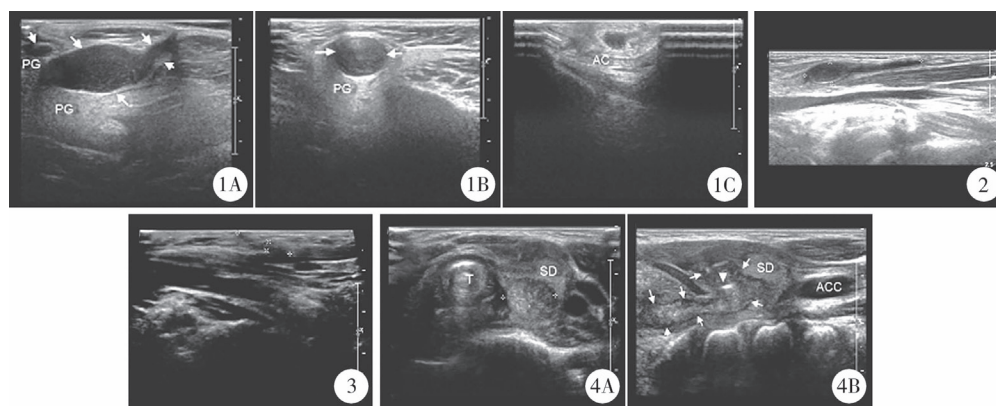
儿童鳃裂畸形超声检查典型图片1 注 纵切面(1A)及横切面(1B)示右侧耳廓后方延伸至下颌角瘻口处一不规则弱回声(白色箭头),周围见壁,内透声差,中间段膨大,位于腮腺内。右侧耳廓后方纵切面(1C)显示向耳垂瘻口延伸不规则弱回声,中间膨大如量标所示。PG:腮腺;AC:耳廓软骨 图2 儿童鳃裂畸形超声检查典型图片2 注 纵切面示右颈部皮下见条状低回声(量标),边界清,一侧连于皮肤层,末端内可见细点状高回声 图3 儿童鳃裂畸形超声检查典型图片3 注 纵切面示右侧颈部胸锁乳突肌前缘皮肤层向肌层延伸不规则低回声管状结构(量标),未见血流信号 图4 儿童鳃裂畸形超声检查典型图片4 注 甲状腺左叶及周围混合回声区(4A为横切面,4B为纵切面),沿食管外侧向上可显示至会厌软骨旁,为内瘻管,呈“L”形分布(箭头),边界较清晰,内部回声不均匀,以低回声为主,可见气体样高回声(白色三角)。CDFI:混合回声区内部及周边见较丰富血流信号。SD:甲状腺;T:气管;ACC:颈总动脉
